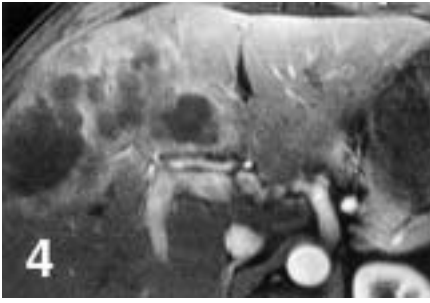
IRM dynamique – phase remplissage portal.
